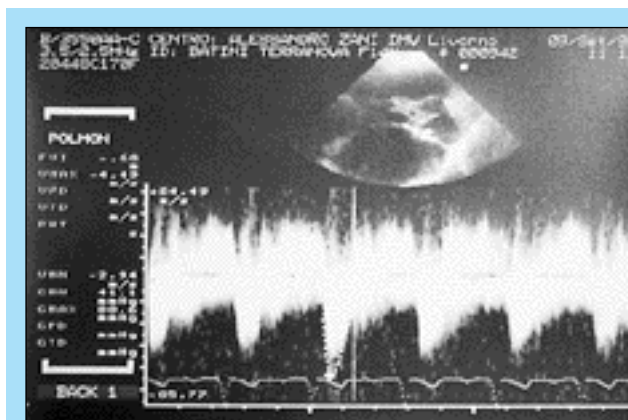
Doppler continuo in arteria polmonare, si evidenzia il flusso turbolento continuo ad alta velocità.
